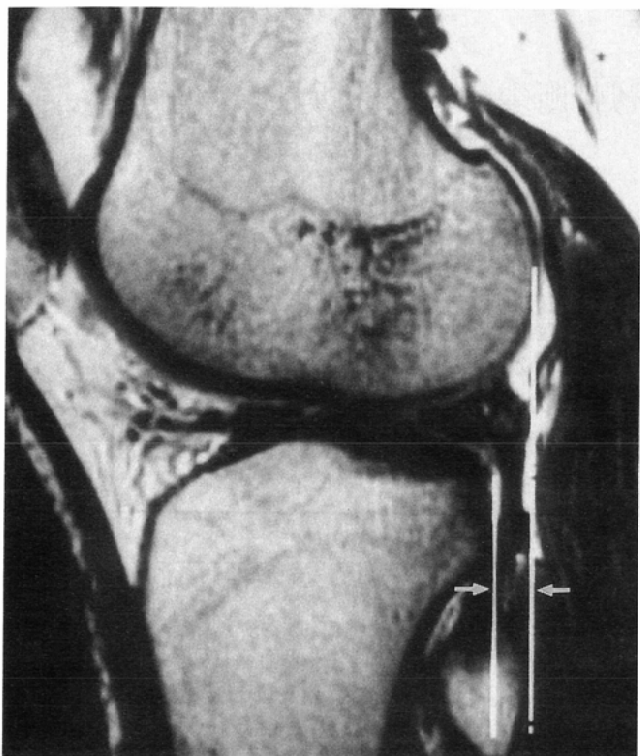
Measurement of lateral anterior tibial translocation. On a proton-density weighted midsagittal MR image of the lateral femoral condyle, the degree of tibial translocation (arrow) was measured with two parallel lines.
